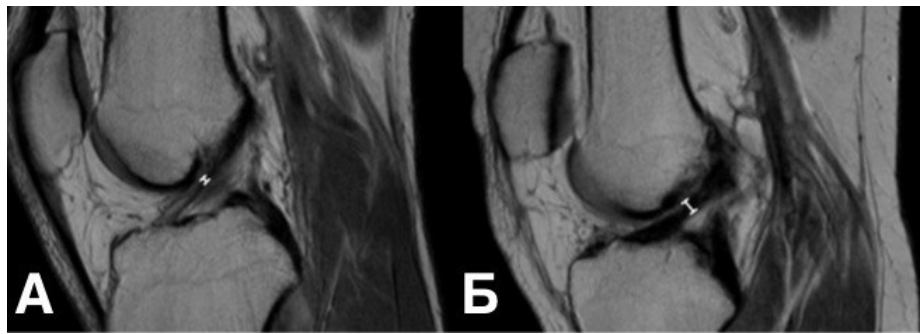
Волокна ПКС на МРТ: А – волокна видны частично, аномально-высокий МР – сигнал, Б – волокна не видны, неоднородный МР-сигнал [88]
